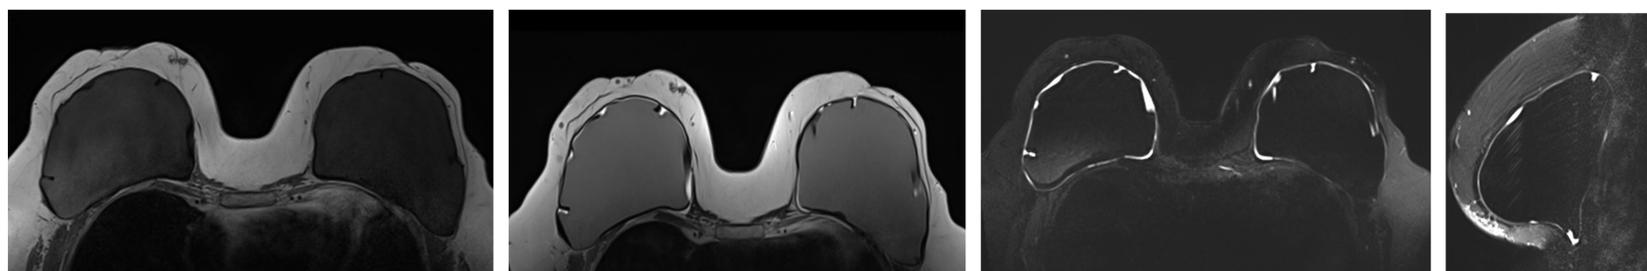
RM transversal de secuencias potenciadas en T1, T2 y STIR específica para silicona y sagital STIR específica para silicona.
